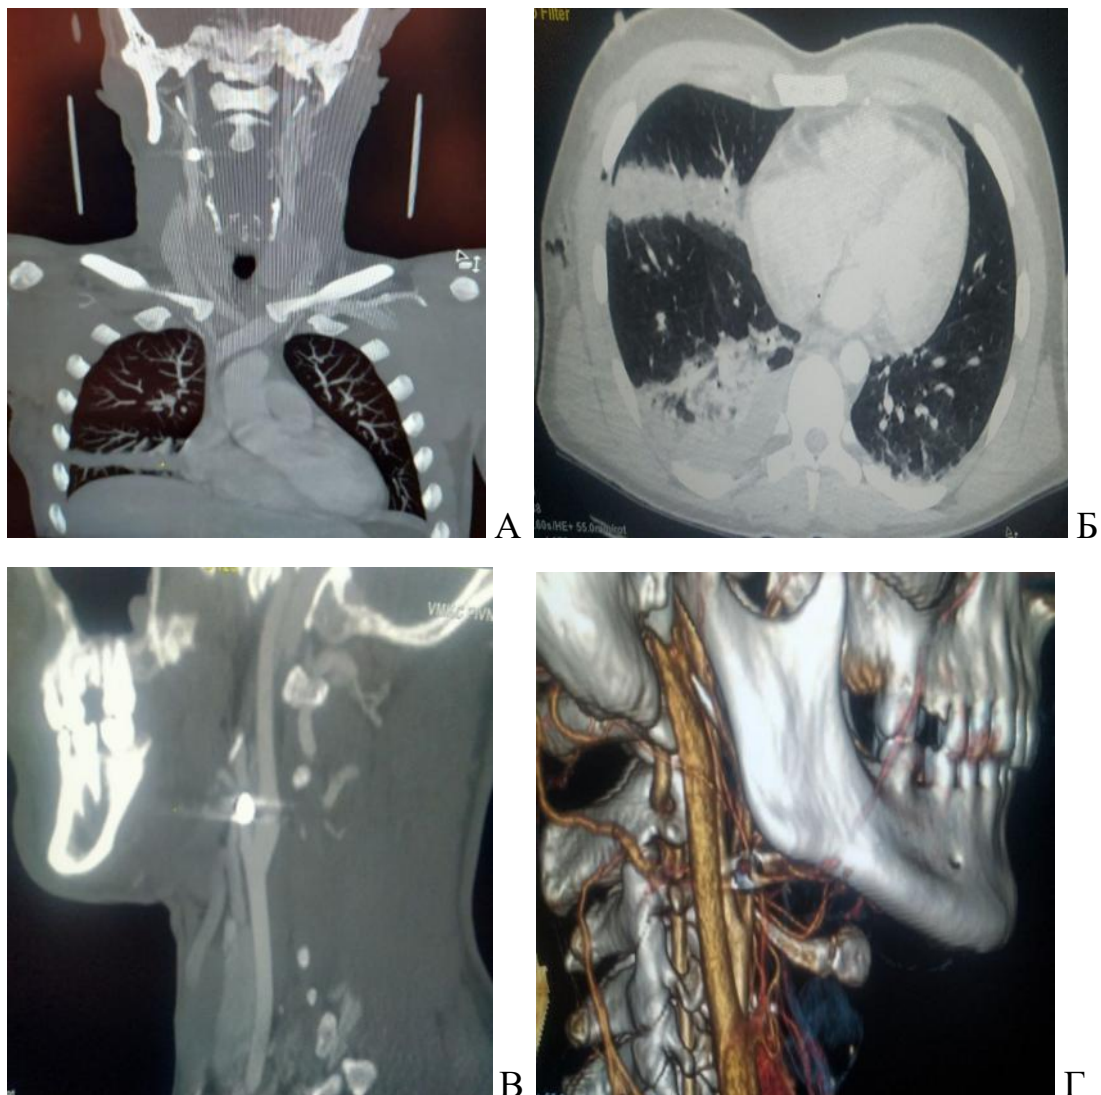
МСКТ ангіографія ший та органів грудної клітки: А – коронарна проекція: металевий осколок в проекції правої внутрішньої сонної артерії, пульмоніт в правій легені по ходу ранового каналу; Б – аксіальна проекція: пульмоніт в правій легені по ходу ранового каналу, правобічний гемоторакс; В – сагітальна проекція: металевий осколок в просвіті правої внутрішньої сонної артерії; Г – 3D реконструкція: металевий осколок в просвіті правої внутрішньої сонної артерії.
